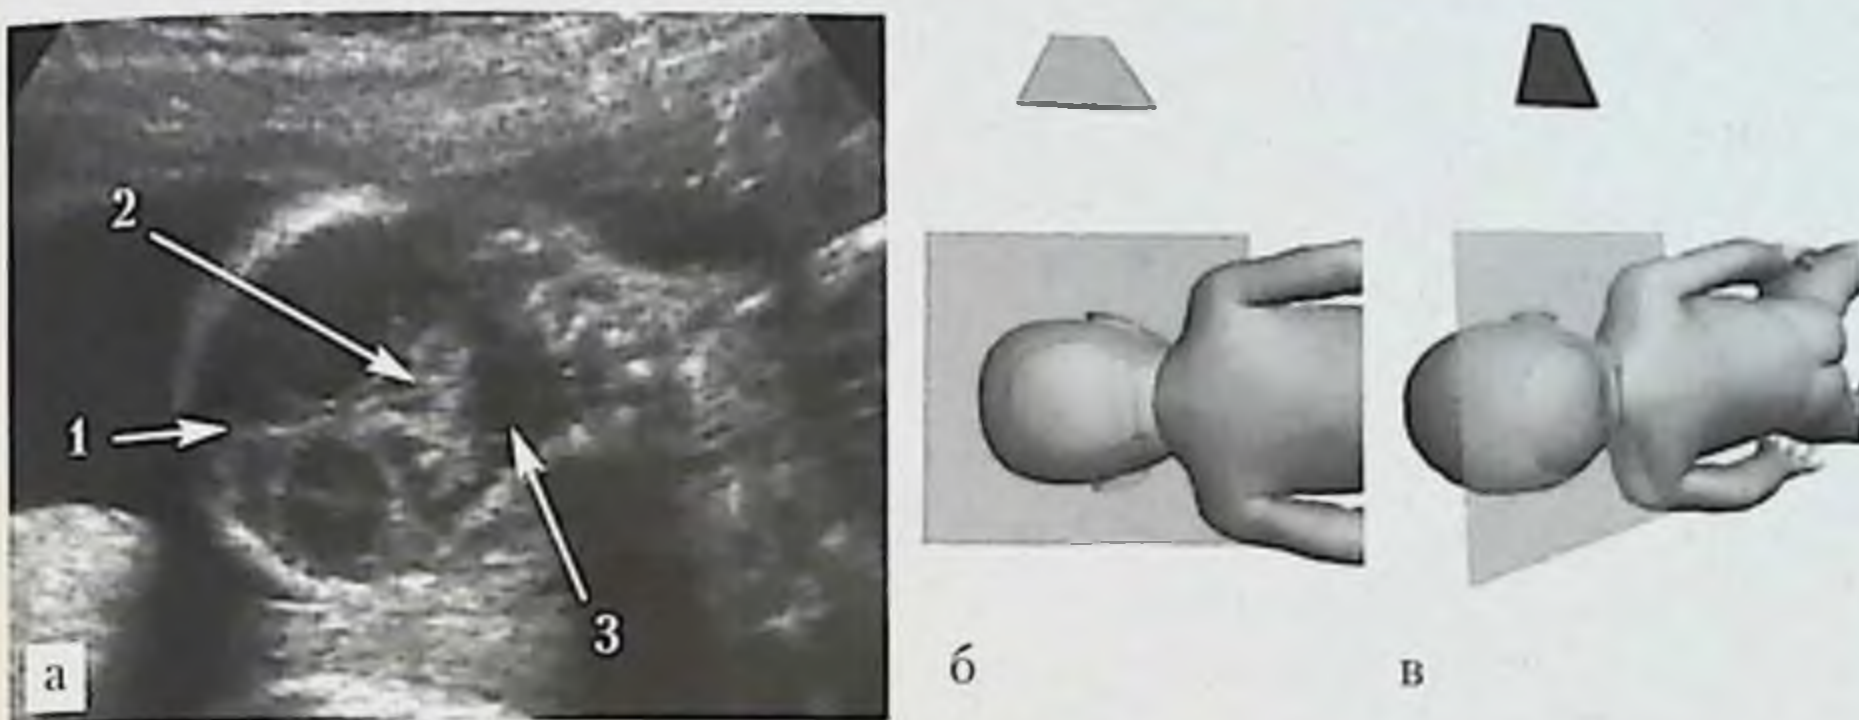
УЗИ головы плода, венечная плоскость через таламусы и третий желудочек: *а* — эхограмма головы плода в 32 нед гестации (трансабдоминальный доступ со стороны правой теменной кости): 1 — поясная борозда, 2 — поясная извилина, 3 — III желудочек, 4 — закрытая островковая доля, 5 — таламусы; *б, в* — схемы расположения датчика, головы плода и ориентации плоскости сканирования.
